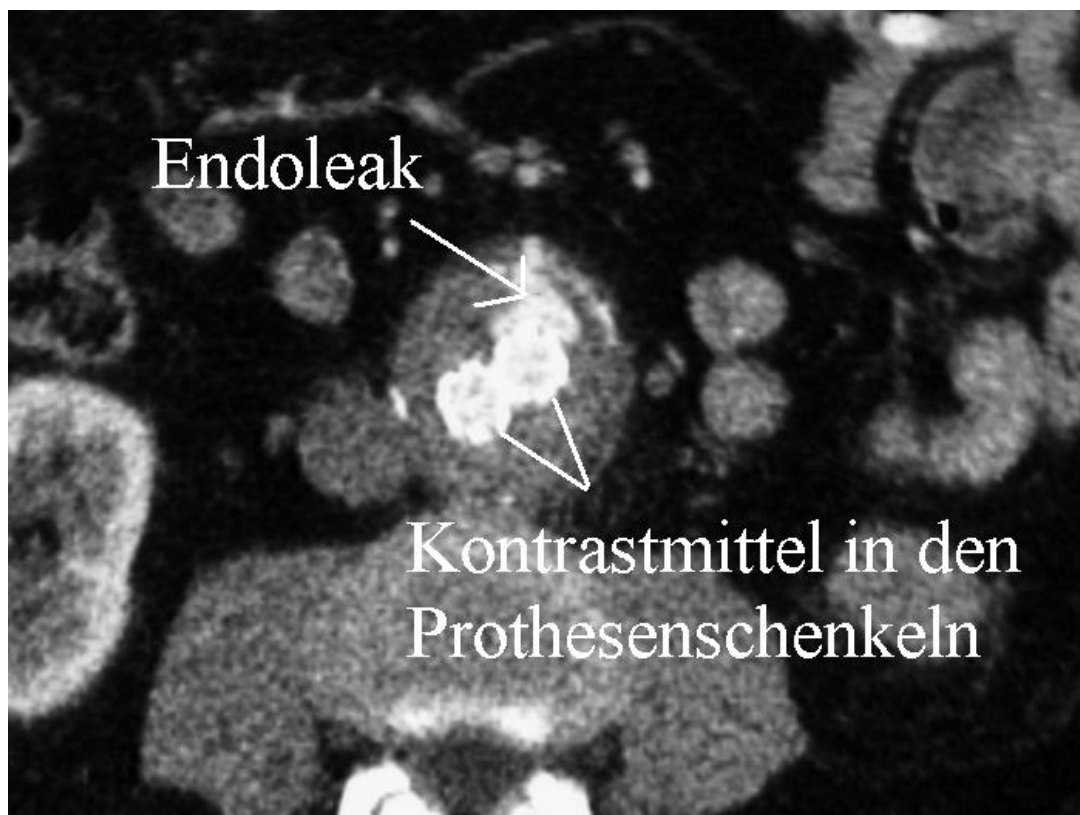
Darstellung eines Typ II Endoleaks in der kontrastmittelverstärkten Computertomographie.
